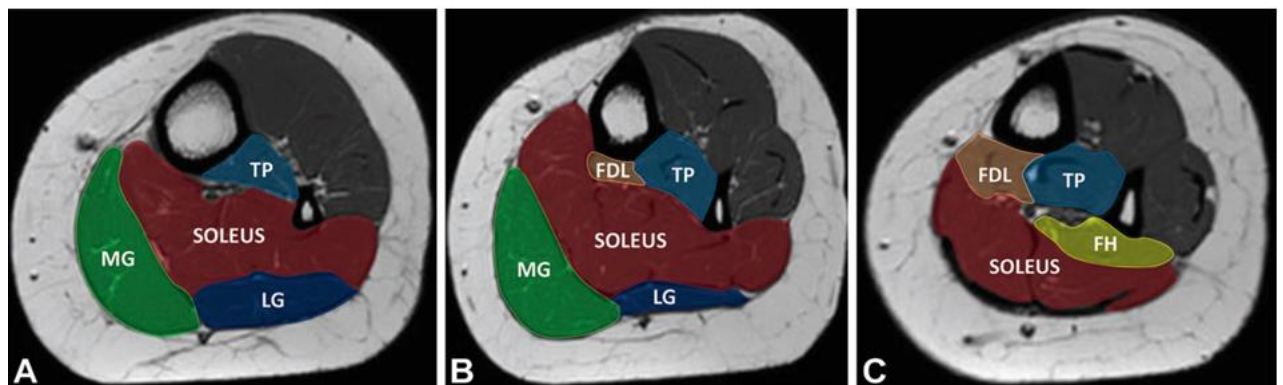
Radio-anatomie IRM des muscles postérieurs de la jambe à différents niveaux.
